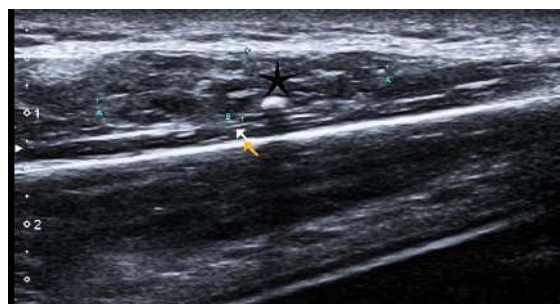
Ultrasonido, vista longitudinal: malformación vascular con estructuras tubulares anecoicas en su interior (estrella) y un foco calcificado con sombra acústica posterior (flecha) correspondiente a un flebolito.
